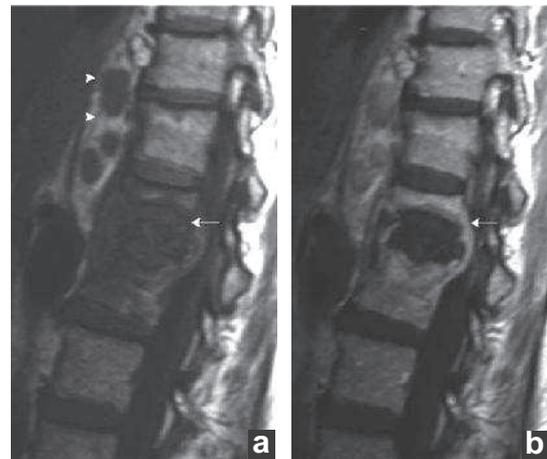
IRM en coupe sagittale pondérée T1 avant (a) et après (b) injection de gadolinium.
